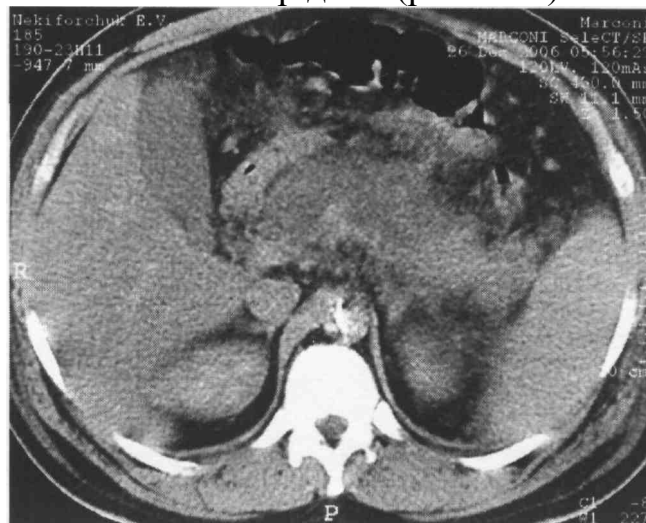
КТ-скан. Стадія D. Візуалізується виражена інфільтрація парапанкератичної клітковини, а також зона локалізованого накопичення ексудату.
